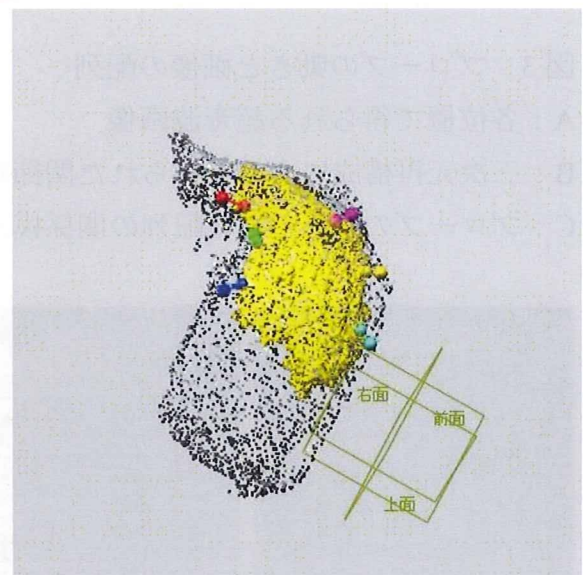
超音波関節軟骨モデルと MRI 関節軟骨モデル
